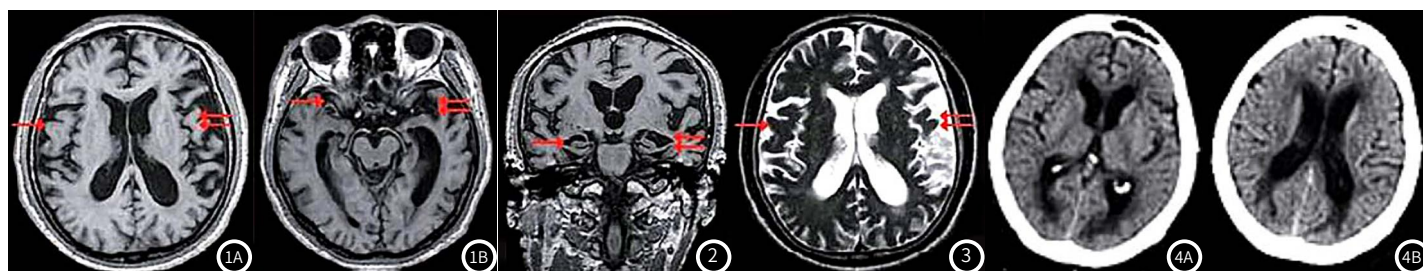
MCI典型病例1, 女, 56岁, 为头颅轴位T₁相, 显示双侧颞叶萎缩, 左侧颞叶(双箭头所示)较右侧(单箭头所示)萎缩更明显。图2 MCI典型病例2, 男, 63岁, 为海马冠状位T₁相, MRI提示双侧海马萎缩, 左侧海马结构(双箭头所示)较右侧(单箭头所示)萎缩更明显。图3 MCI典型病例3, 男, 63岁, 为头颅轴位T₁相, MRI提示双侧颞叶萎缩, 左侧颞叶(双箭头所示)较右侧(单箭头所示)萎缩更明显。显示脑白质脱髓鞘病变。图4 MCI典型病例4, 男, 67岁, 为MRI横断面平扫相, 显示脑白质脱髓鞘病变。
